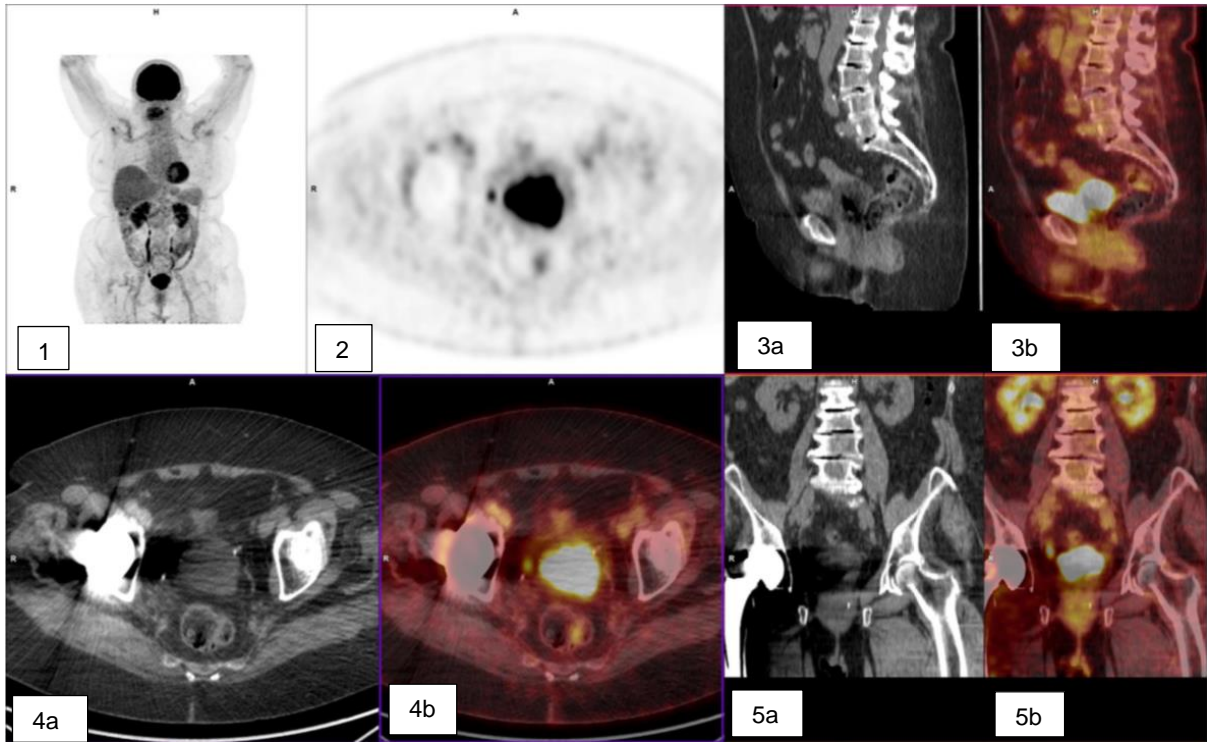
TEP-TDM analogique chez la patiente n°4
